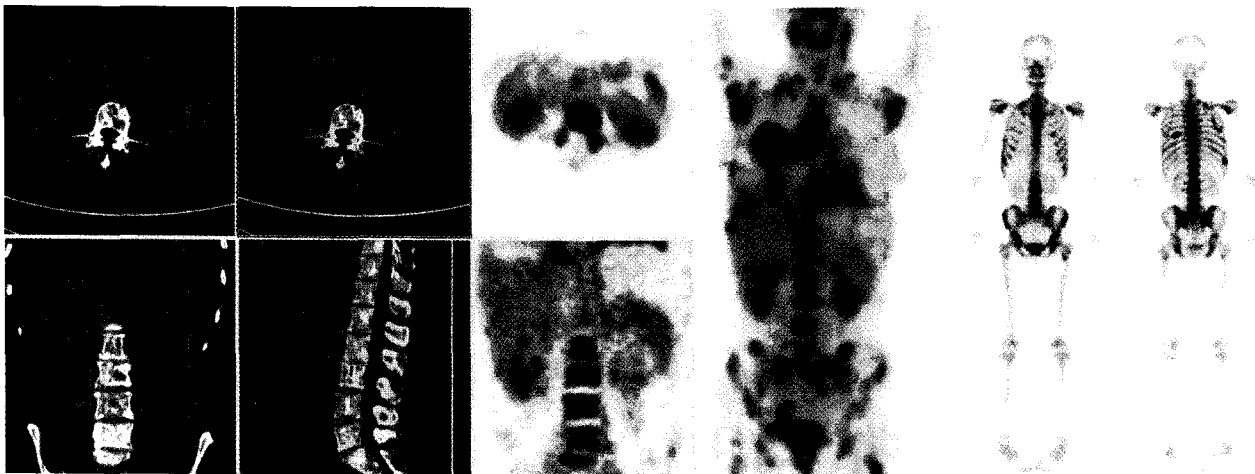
FDG PET/CT and bone scan findings of breast cancer patient with multiple osseous metastases. FDG PET/CT revealed multiple hypermetabolic lesions in skeletal system, right breast, right axillary lymph nodes. Bone scan also revealed increased tracer uptake in ribs, spines, and pelvic bones.
